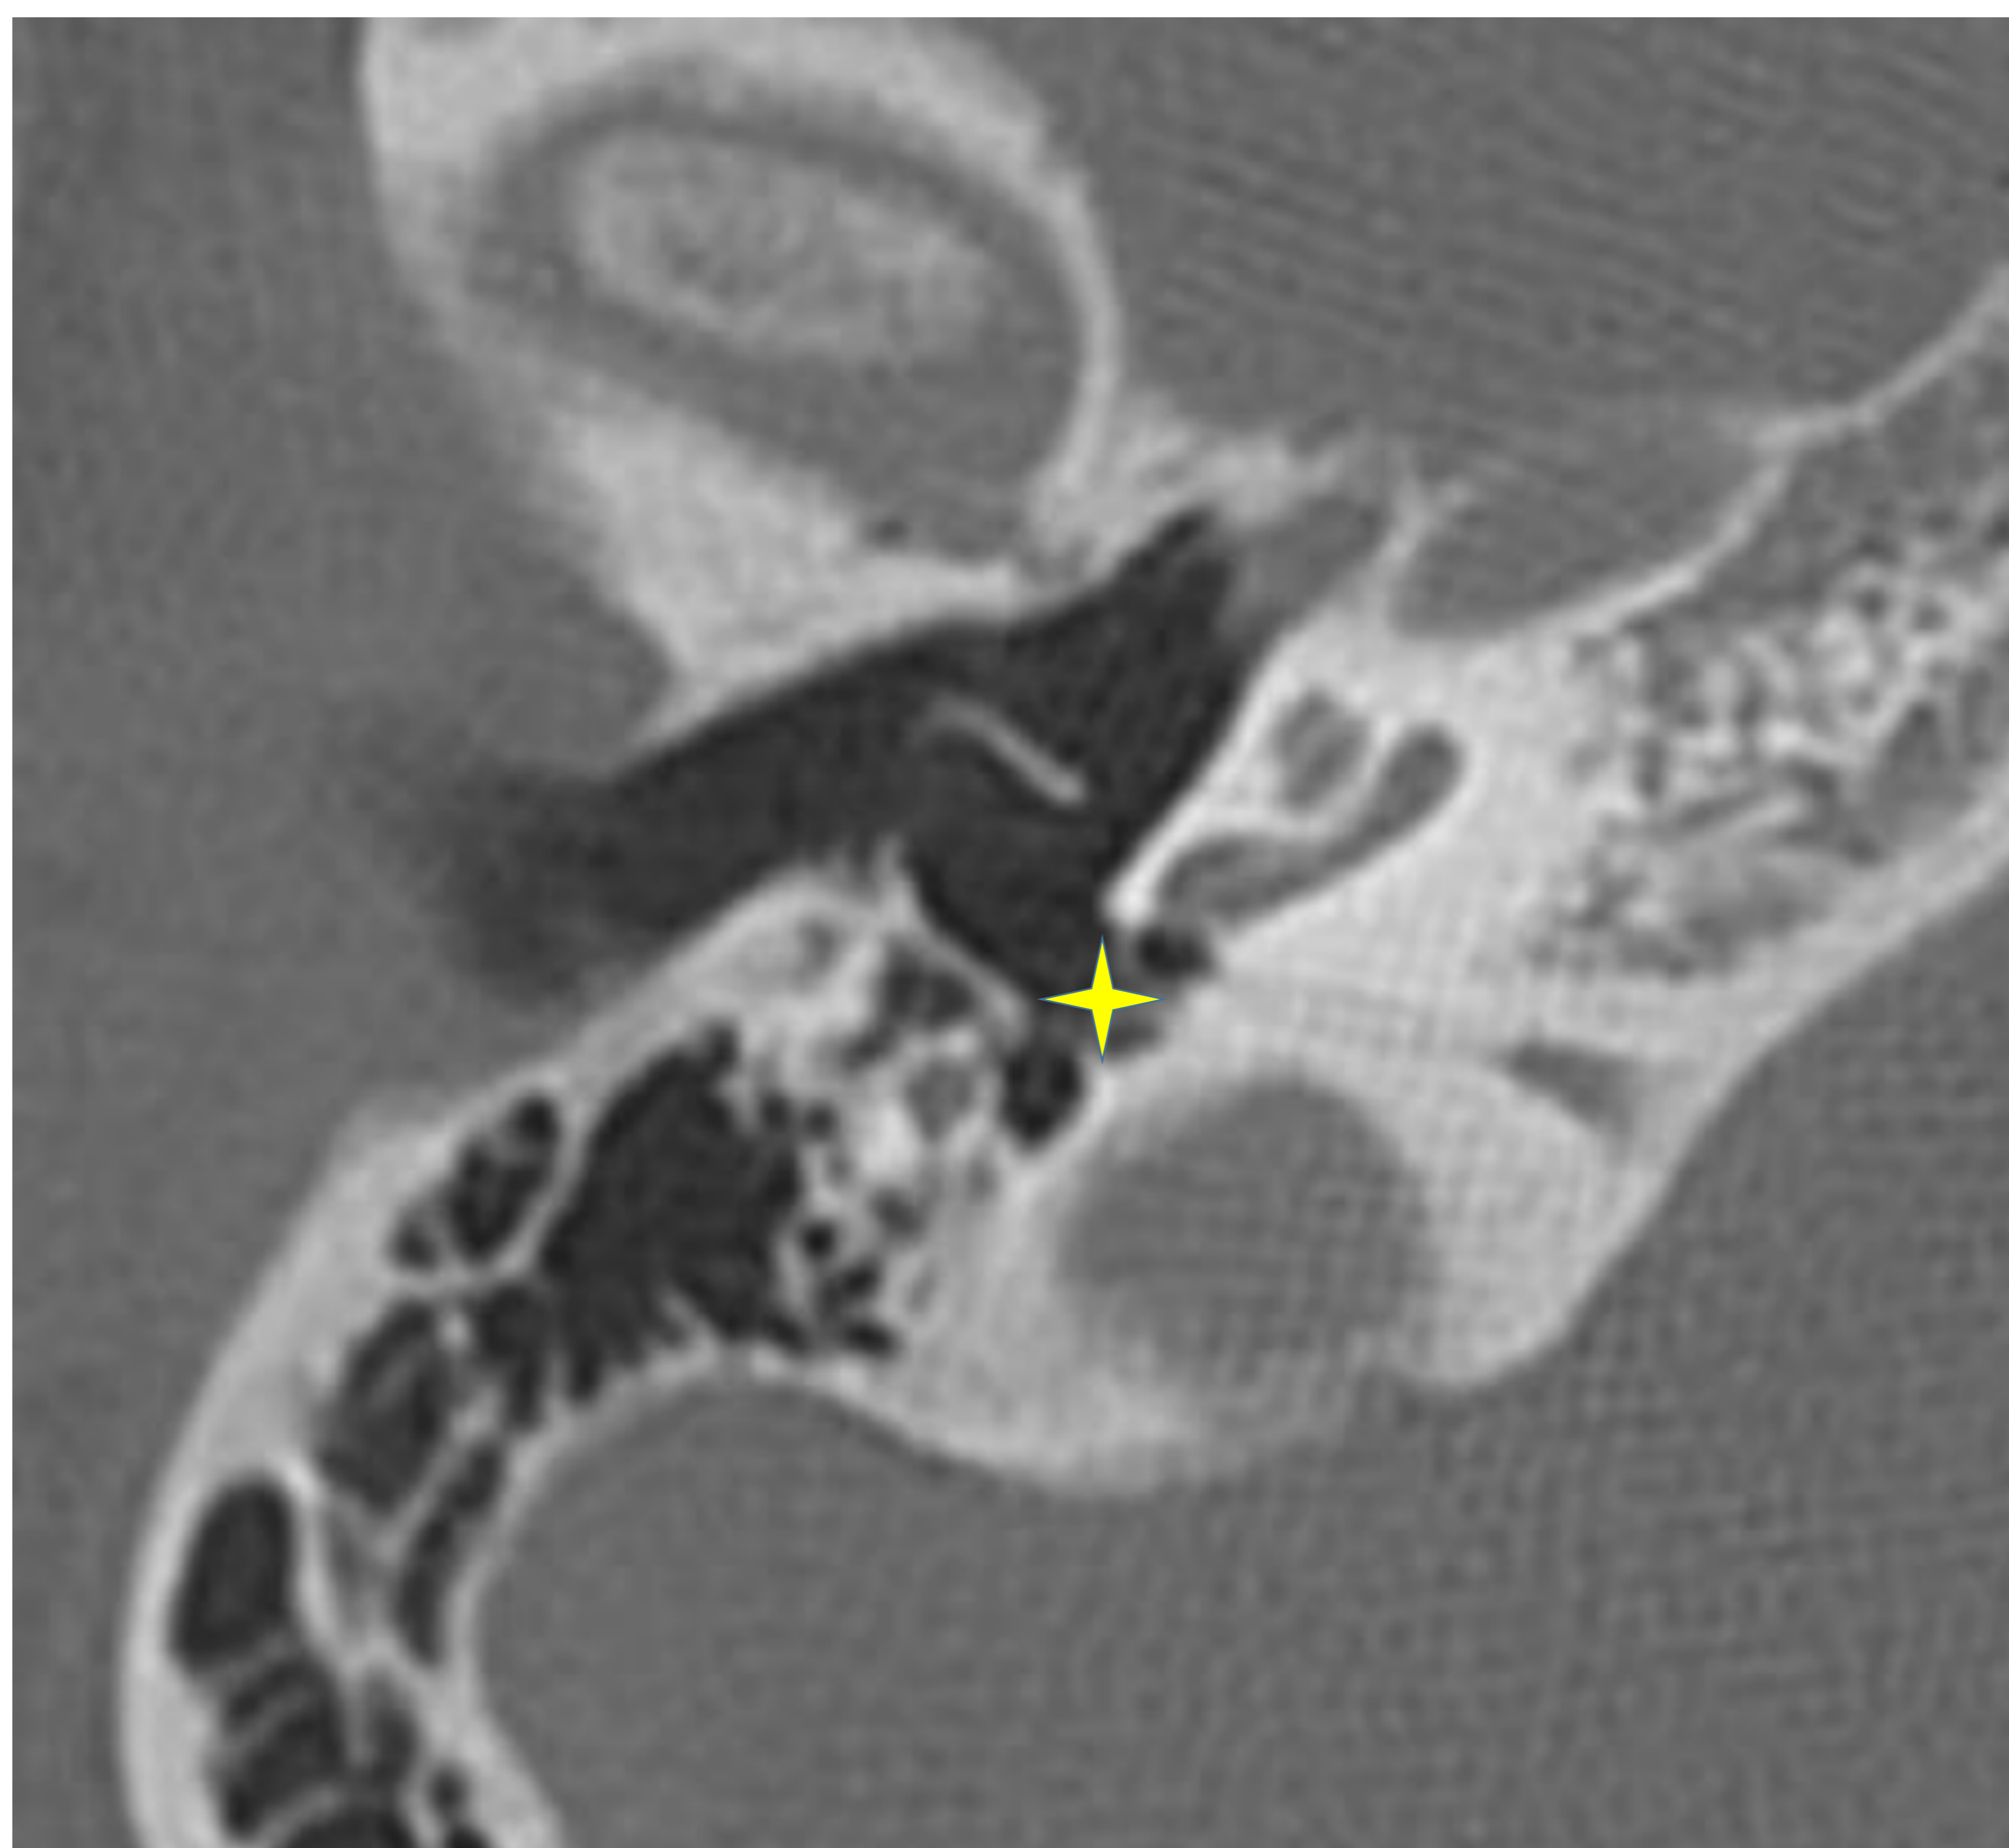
Corte axial TC: ventana redonda y nicho de la ventana redonda.
